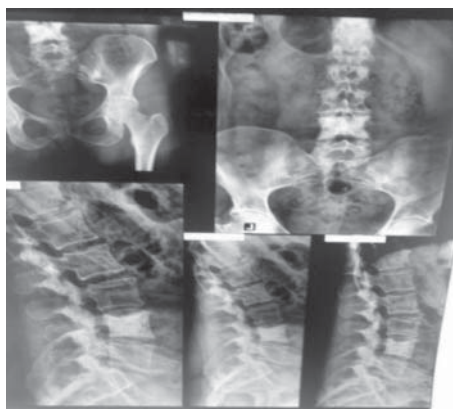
Radiografia de ansamblu al coloanei vertebrale: prezența osteocondensare-osteoscleroză a corpului vertebral L4
